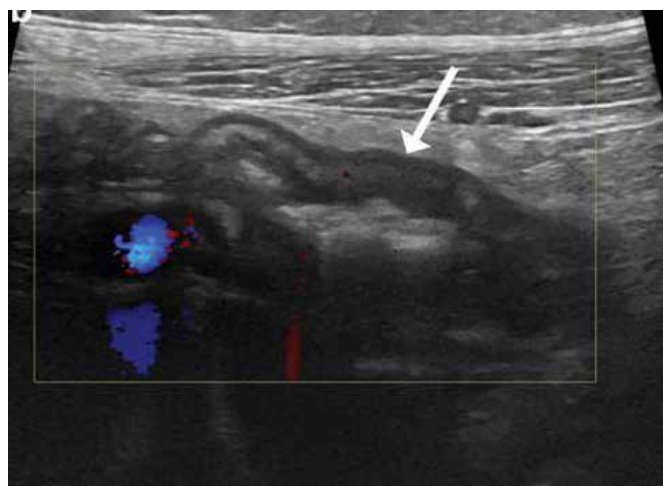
Ultrassonografia abdominal com análise Doppler do quadrante abdominal inferior direito evidencia espessamento da parede intestinal do íleo distal (seta) com edema mesentérico circundante.¹⁰
